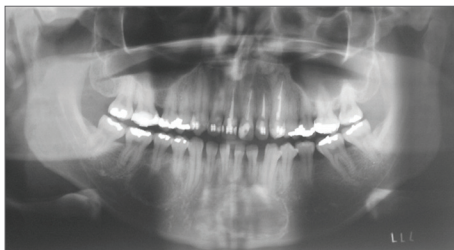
Radiografia Panorâmica Pré-Operatória, demonstrando lesões radiolúcidas e projeções entre os ápices das unidades dentárias adjacentes na lesão localizada no corpo mandibular.
